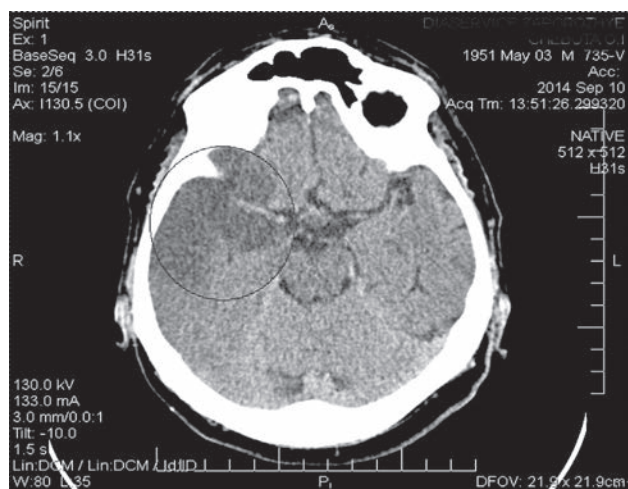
Компьютерная томограмма пациента с повторным МИПИ правой гемисферы корково-подкорковой локализации
